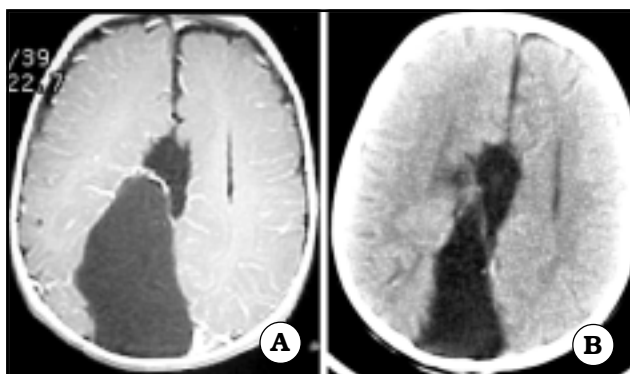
Quiste interhemisférico. A. IRM prequirúrgica. B. TAC postquirúrgica.
